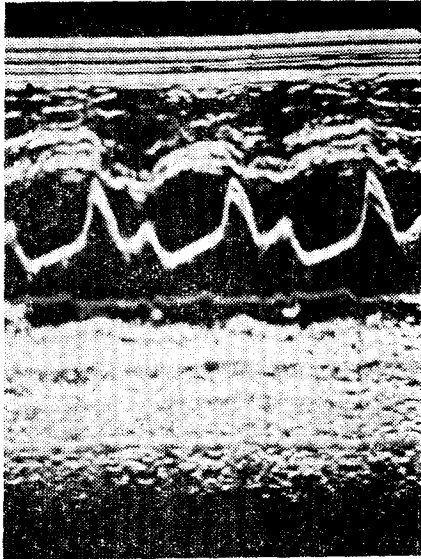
Postoperative echocardiogram shows no echo claud and normal anterior mitral leaflet motion (Case-Ⅱ).
